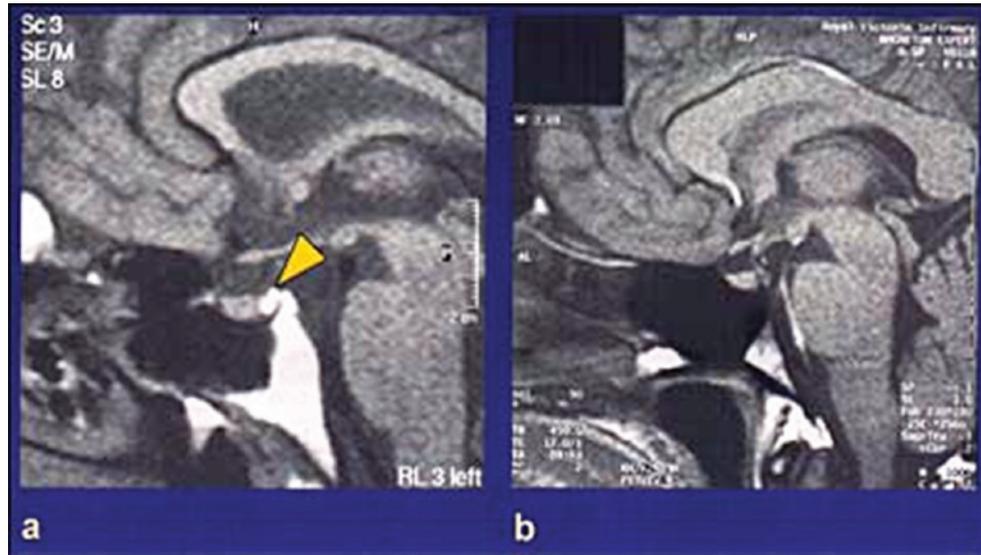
а - гиперинтенсивный сигнал нейросекреторных гранул (МРТ), б - отсутствие сигнала (ЦНД)
